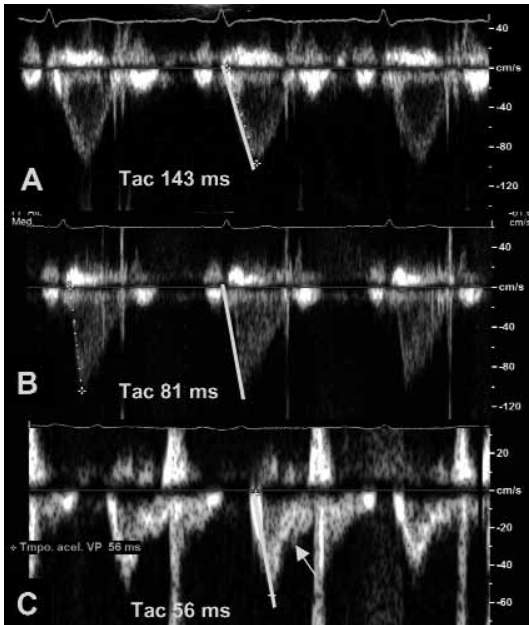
Registro con Doppler pulsado del flujo en la válvula pulmonar. A) flujo pulmonar tipo I con Tac normal que nos permite deducir unas resistencias vasculares pulmonares normales. B) flujo pulmonar tipo II con acortamiento de Tac que indica aumento ligero de las resistencias vasculares pulmonares. C) flujo pulmonar tipo III con muescas (flecha) en su pendiente de deceleración en un paciente con hipertensión arterial pulmonar severa. Tac: tiempo aceleración pulmonar.
